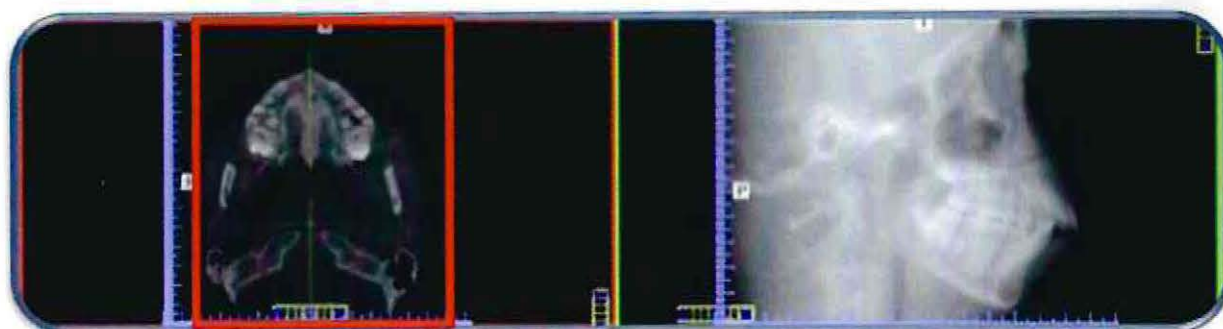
Reconstrucción que simula telerradiografía lateral convencional
